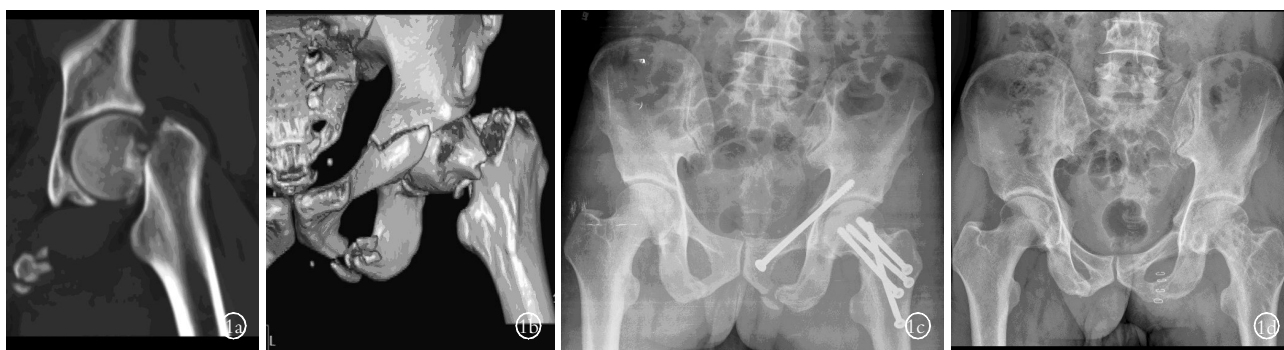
患者,男,49 岁,骨盆骨折 Tile A 型 1a,1b. 术前 CT 示股骨颈骨折伴同侧耻骨上下支骨折 1c. 术后骨盆 X 线片示骨折愈合佳,螺钉位置良好 1d. 术后 13 个月内固定拆除术后骨折临床愈合
